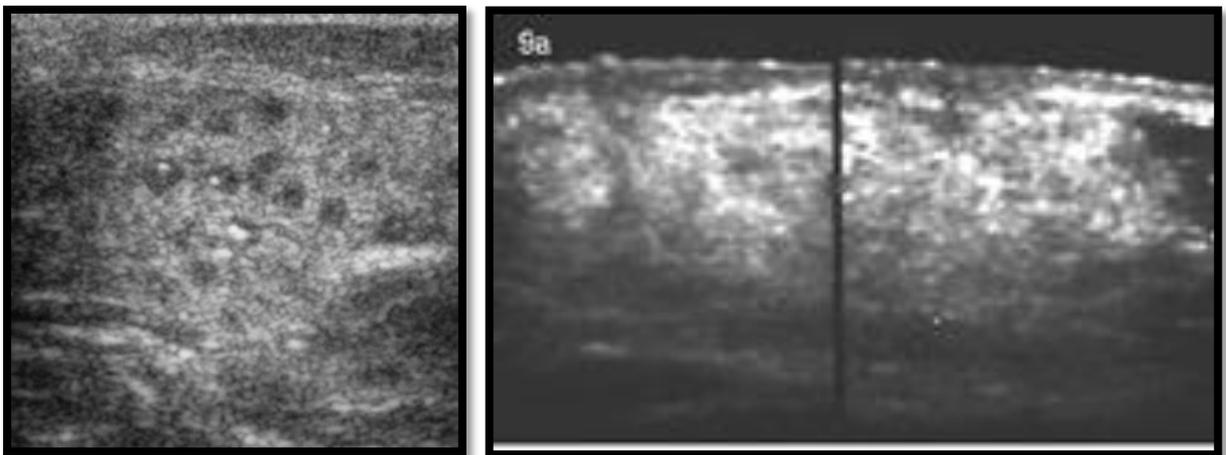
Ultrasonido reporta zona hipocóica, con sombra posterior, ultrasonido parótida ipsilateral sin alteraciones (imagen izquierda). <sup>fd</sup>
